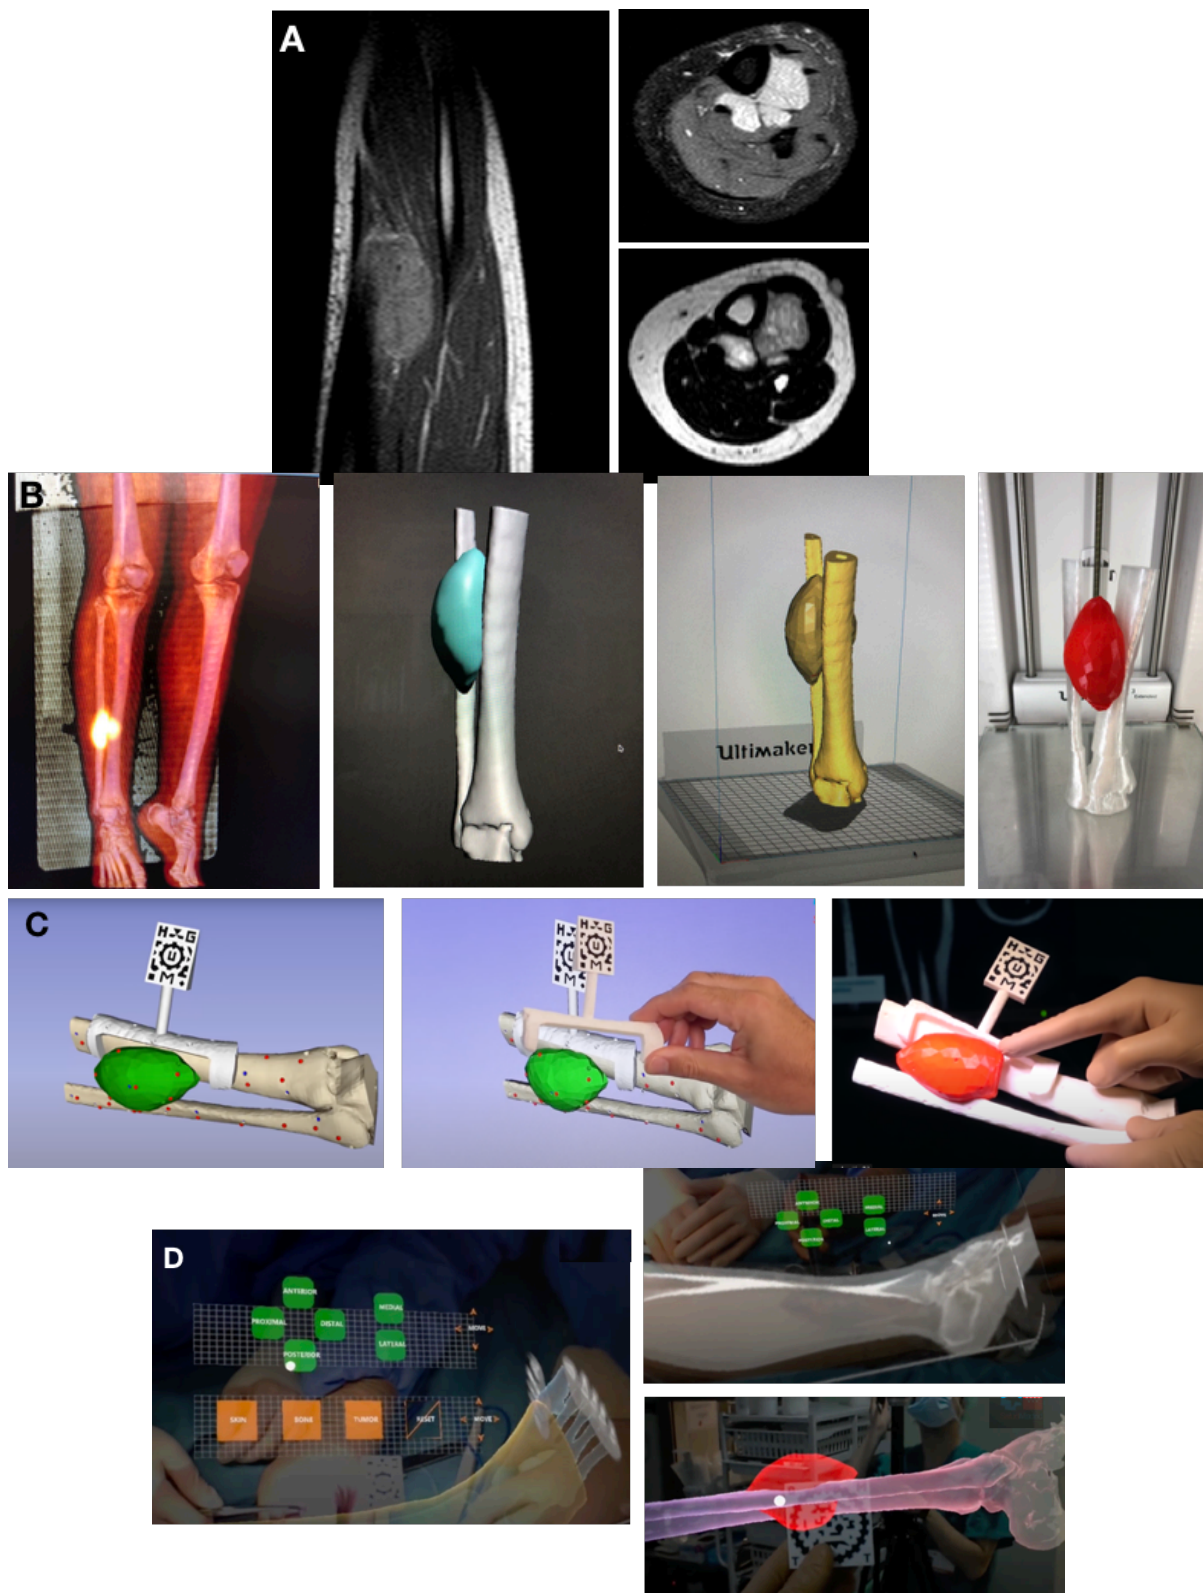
Paciente de 17 años con sarcoma de Ewing extraesquelético intervenida en nuestro centro con gafas de realidad aumentada asociadas a herramientas de impresión 3D. A: RMN. B: reconstrucción 3D a partir de PET-TC e impresión de biomodelo. C: diseño de PCPE para guiar la RA. D: Visor de la gafa de RA durante la intervención con superposición de la TC y el tumor sobre la paciente.
